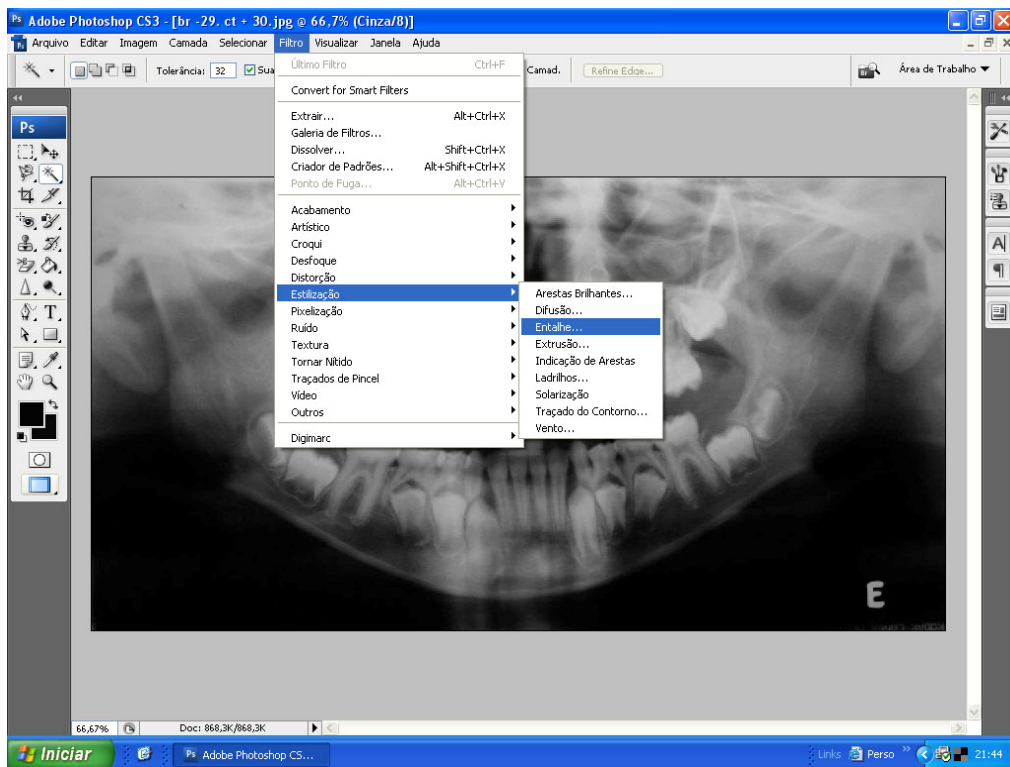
Radiografia com contraste e brilho ajustadas prontas para serem realçadas com o filtro.
